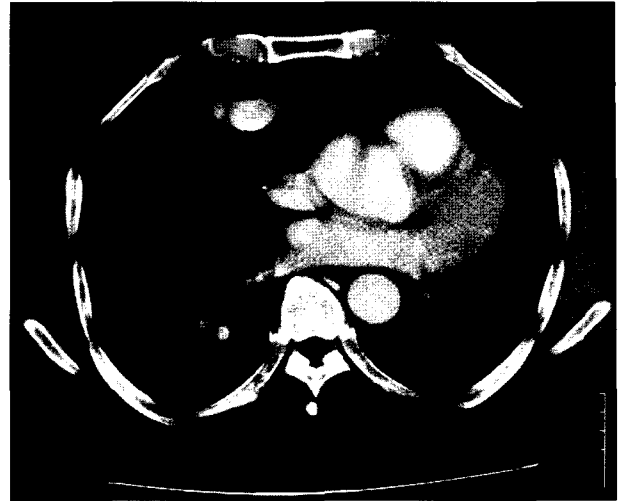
CT scan in case 1 shows hematoma compressing heart and extravasated contrast material.
